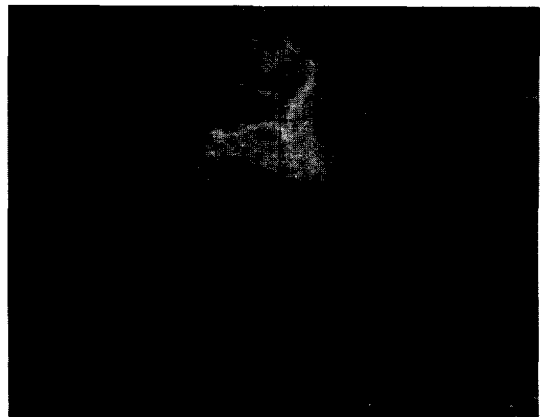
Preoperative apical-4 chamber 2D-echocardiogram shows large septal defect with common AV valve.
